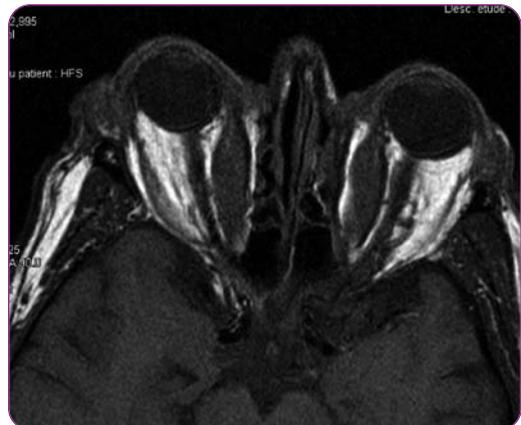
IRM orbitaire coupe axiale T1 sans injection de produit de contraste montrant l'augmentation de volume des droits médiaux avec un hypersignal. Le tendon du muscle est respecté mais il existe une compression apicale avec une neuropathie optique bilatérale
